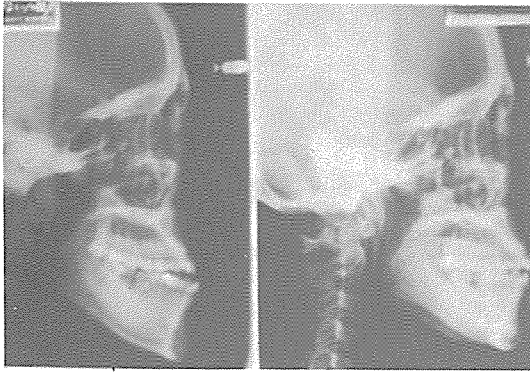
증례 I, 술전후 두부방사선 규격사진
